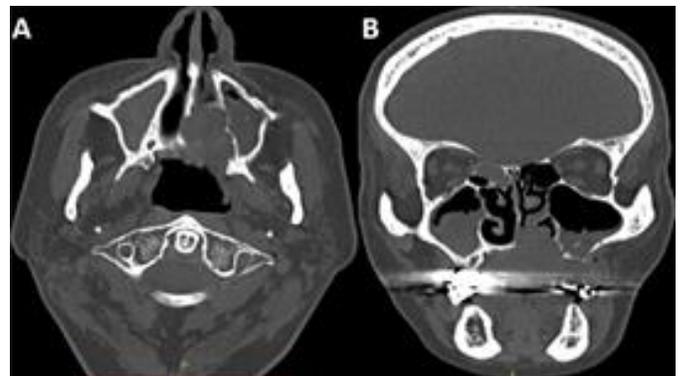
Tomografía simple de macizo facial. A) Corte axial, se visualiza lesión isodensa a tejidos blandos a nivel de hemipaladar duro izquierdo, infiltrando septum nasal y pared medial de seno maxilar izquierdo. B) Corte coronal, se visualiza lesión isodensa a nivel de piso nasal infiltrando cornete inferior izquierdo y septum nasal.
